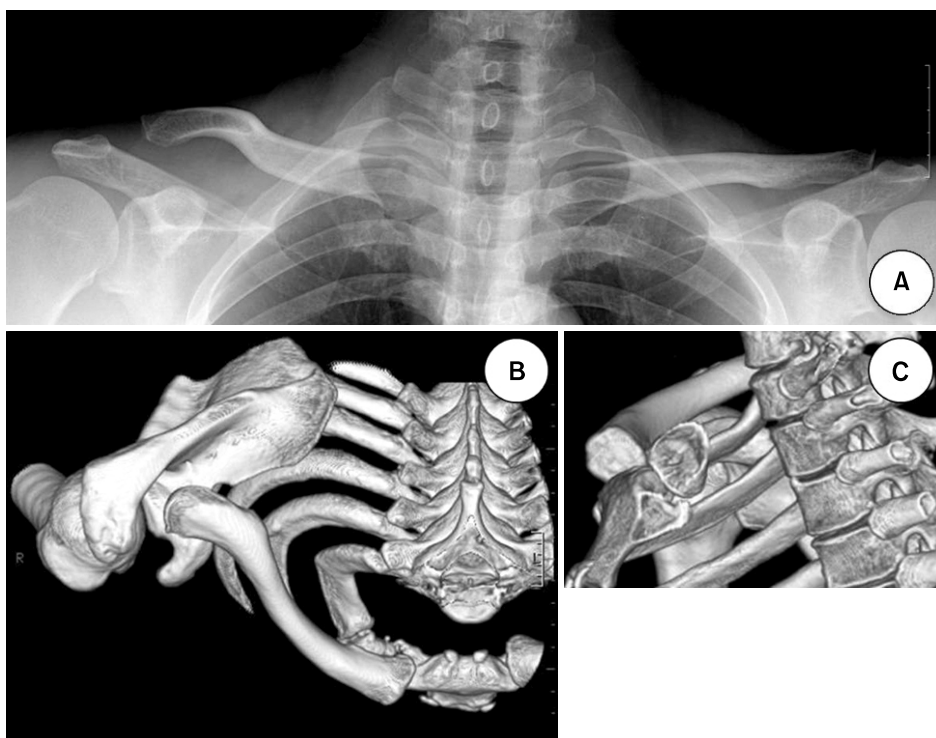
(A) Preoperative AP radiograph shows the widened acromioclavicular joint. (B, C) 3D Computer tomogram shows posterior dislocation of the lateral end of the clavicle and anterior subluxation of the medial end of the clavicle simultaneously.
